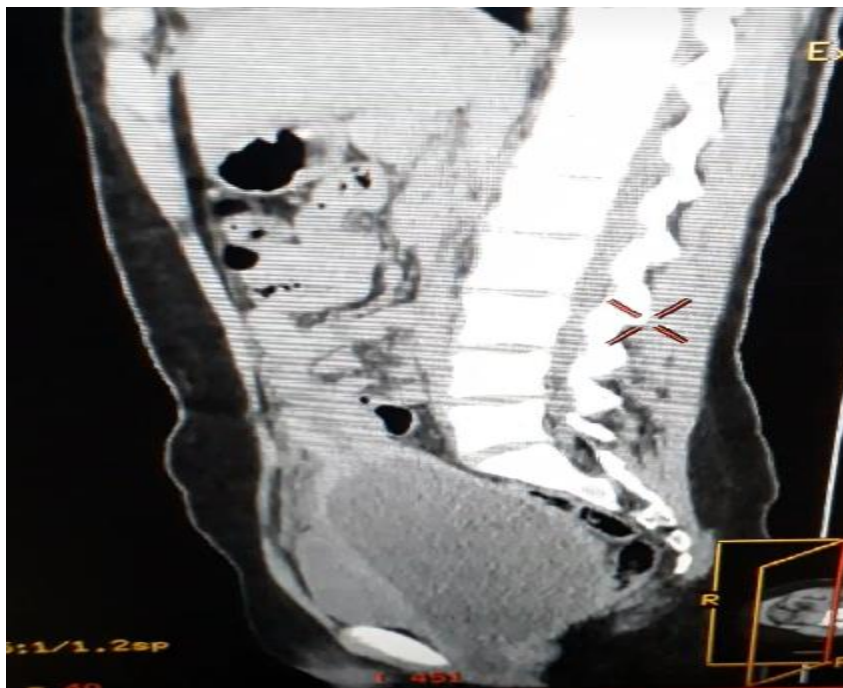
TDM abdomino-pelvienne
